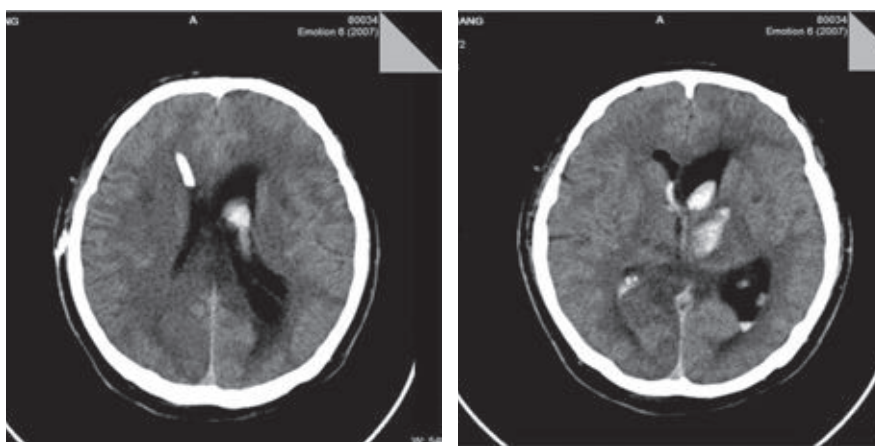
МСКТ головного мозга: гидроцефалия левого бокового желудочка.
